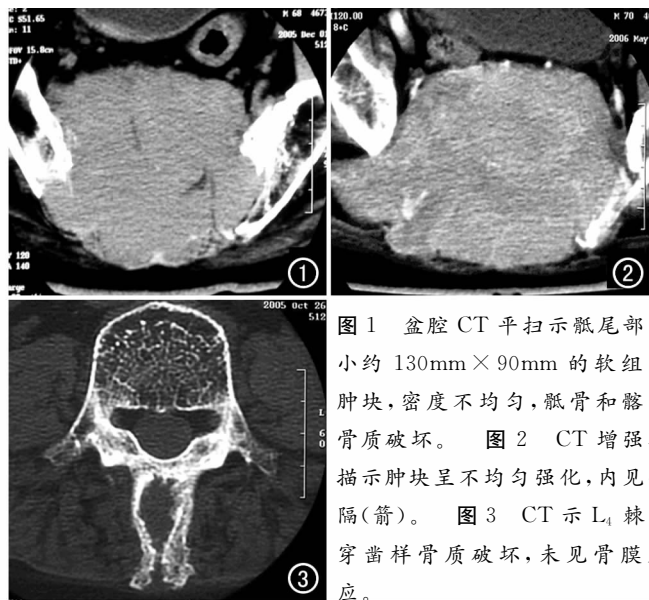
盆腔 CT 平扫示骶尾部大小约 130mm×90mm 的软组织肿块, 密度不均匀, 骶骨和髂骨骨质破坏。图 2 CT 增强扫描示肿块呈不均匀强化, 内见分隔(箭)。图 3 CT 示 L₄ 棘突穿凿样骨质破坏, 未见骨膜反应。
